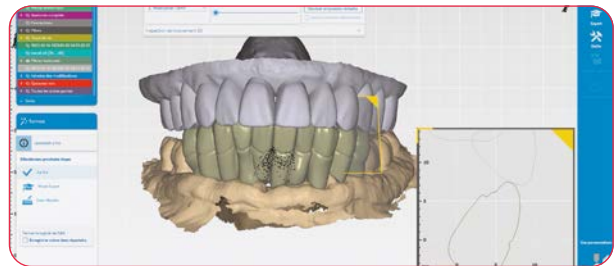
Les enregistrements sont envoyés au laboratoire avec les empreintes numériques et le CBCT afin que ce dernier réalise virtuellement le projet prothétique ainsi que les guides chirurgicaux.
